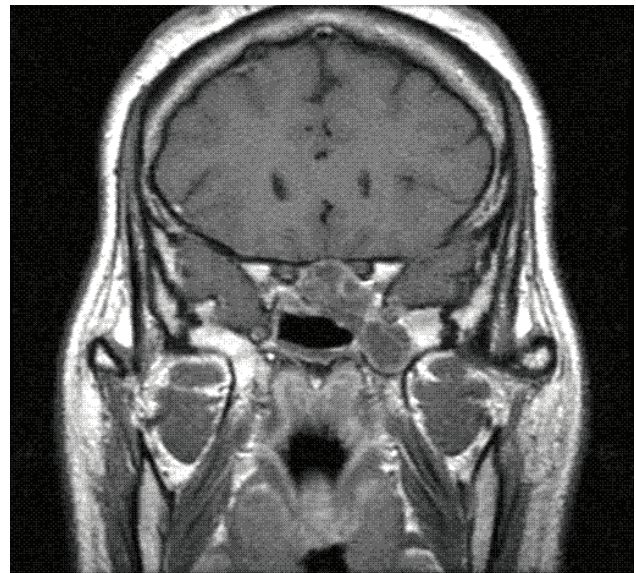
Ressonância magnética em plano coronal após administração de gadolínio em ponderação T1 evidenciando lesão expansiva em hipófise
